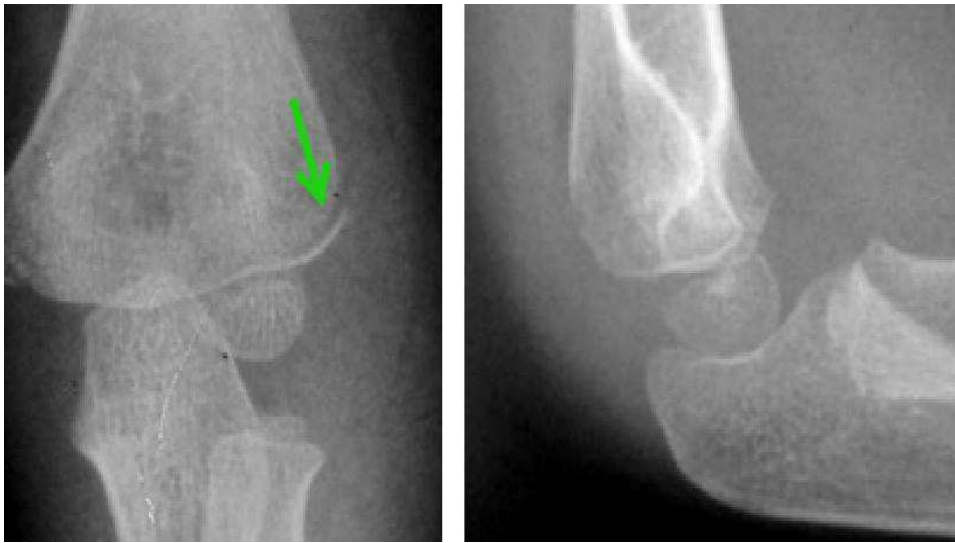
Radiographie de face et profile montrant une fracture condyle externe gauche.[56]
